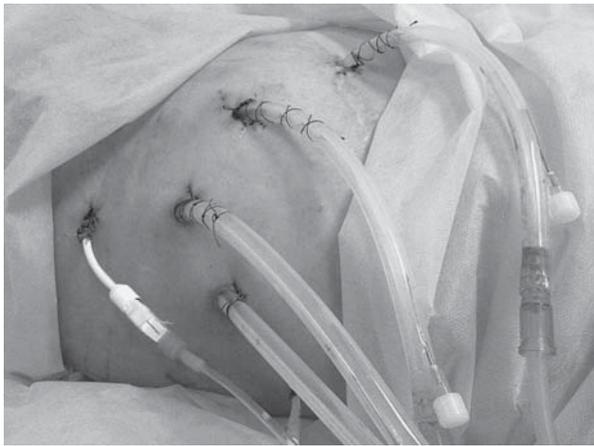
Интраоперационное фото. Состояние после миниинвазивного вмешательства под контролем УЗИ. Дренажены кисты печени (крупные трубки), средостения и забрюшинной клетчатки справа (дренажи малого диаметра).
